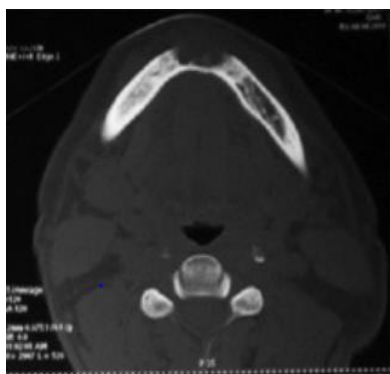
TDM en coupe axiale objectivant un carcinome odontogénique à cellules claires de la région symphysaire (source : Walia C, 2015)
